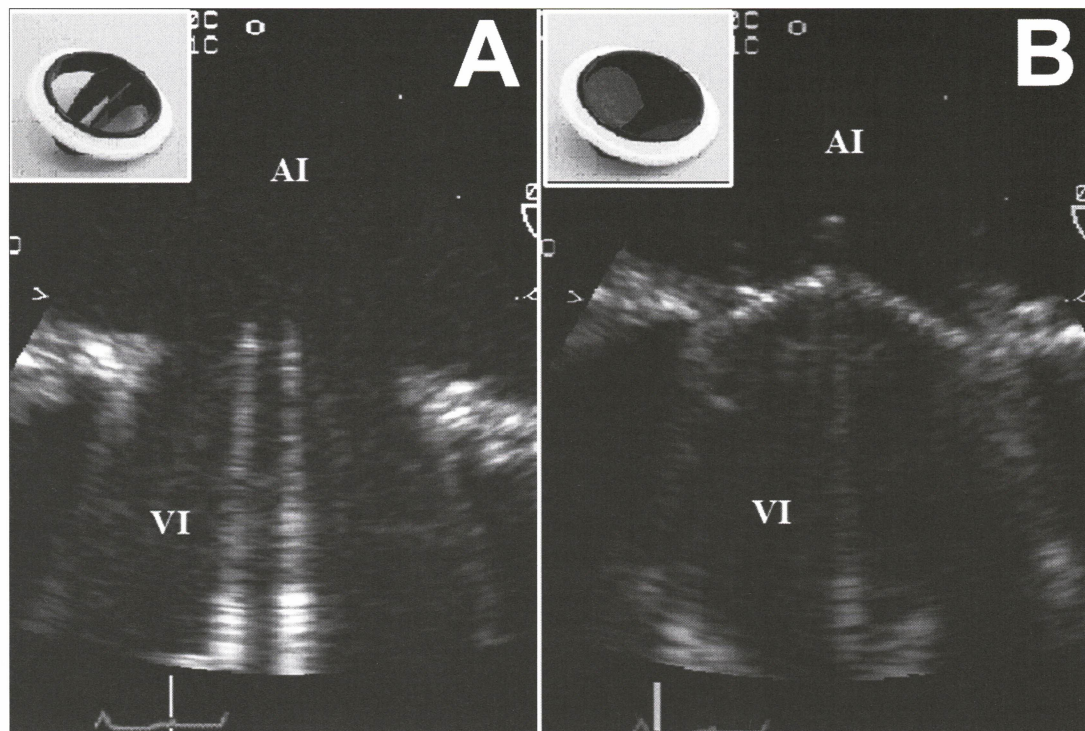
Ecocardiograma transesofágico en paciente con prótesis mecánica en posición mitral. A: Diástole. B: Sístole.
